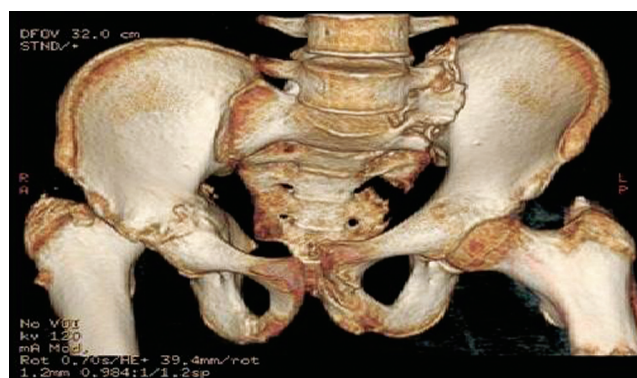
МСКТ (3D-реконструкция) при поступлении. Трансвертлужный перелом справа с переломом заднего края и полным задним вывихом правого бедра, перелом лонных и седалищных костей, перелом боковых масс крестца слева со смещением и вывихом левого гемипельвиса
